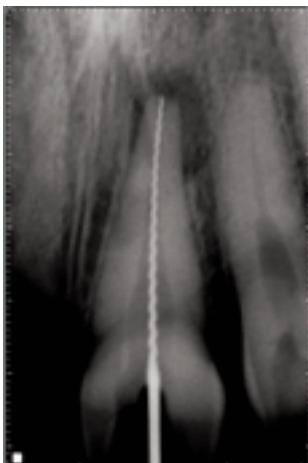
Radiografía de cavometría.
